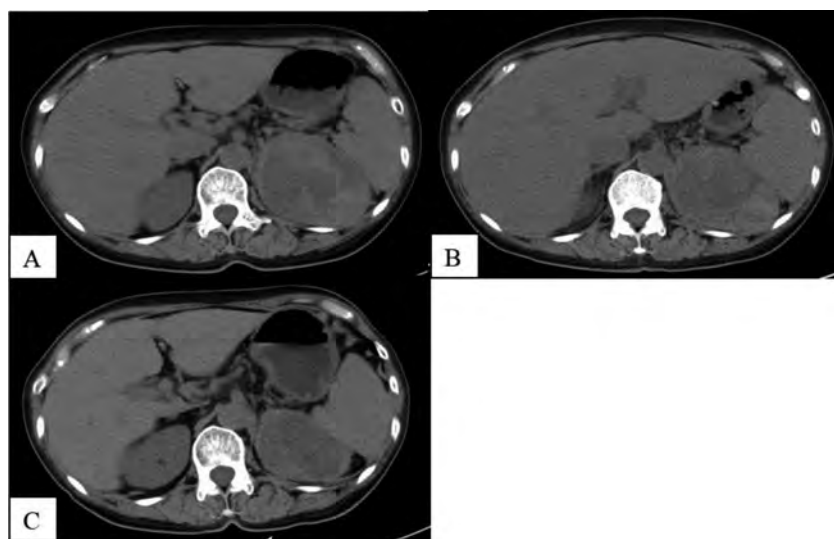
Sequential changes in size of the liver and spleen on computed tomography. A. At the initial diagnosis of renal cell carcinoma. B. Before treatment with molecular targeted therapy. C. At 4 months after treatment.
